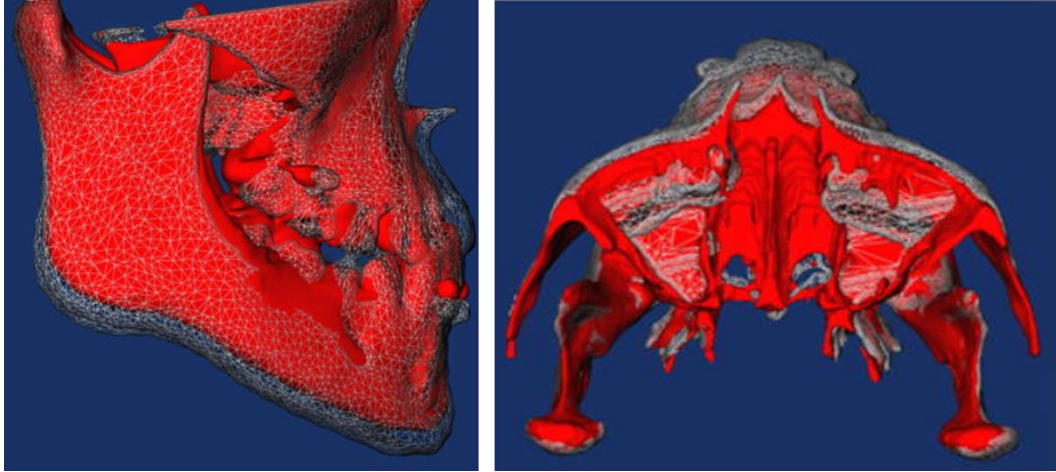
Visualização das mudanças de tratamento, conforme mostrado por modelos de superfície tridimensionais de tomografia computadorizada de feixe cônico registrados na base anterior do crânio. Os modelos iniciais são mostrados em vermelho e os modelos finais são mostrados como cor semitransparente.
